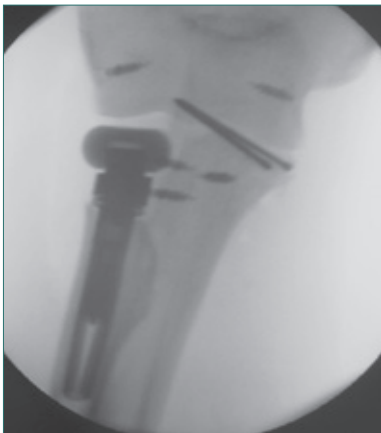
a und b Postoperative Röntgenkontrolle nach Einbau einer Radiuskopfprothese, Schraubenosteosynthese an der Elle und Rekonstruktion aller abgerissenen Bänder mit Mini-Titan-Fadenankern
